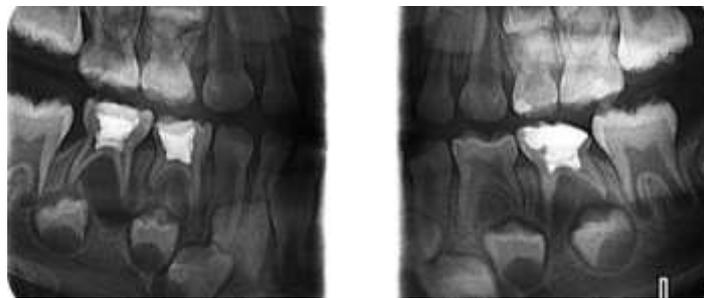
Radiografía Coronal Derecha e Izquierda.
